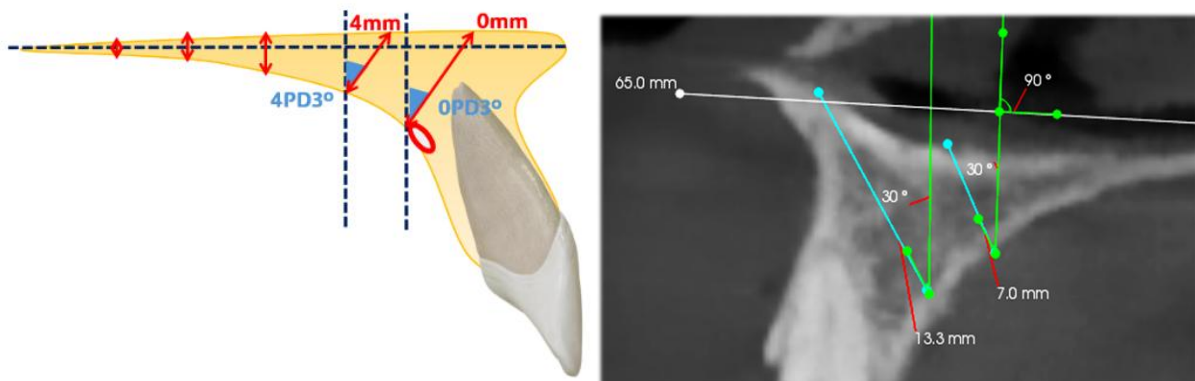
Representación de las mediciones anteriores con sus respectivas angulaciones justificadas por la propia anatomía del paladar. Imagen propia generada con Power Point. Figura 9. Sección de un CBCT de la muestra que representa el modelo de medición para los puntos anteriores
